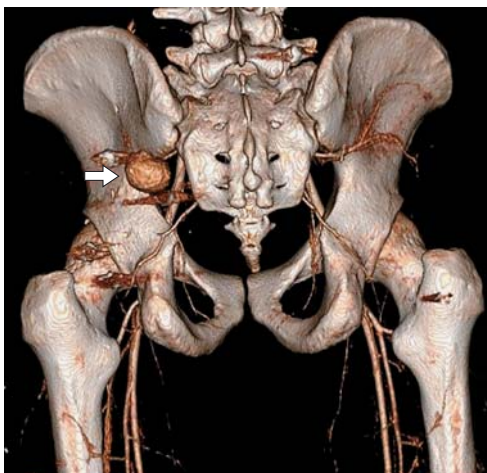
МСКТ-ангиограмма таза (стрелкой указана псевдоаневризма верхней ягодичной артерии).
